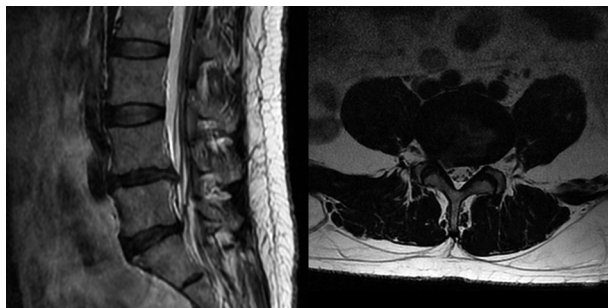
术前 MRI 示 L_{4~5} 间盘右侧突出
